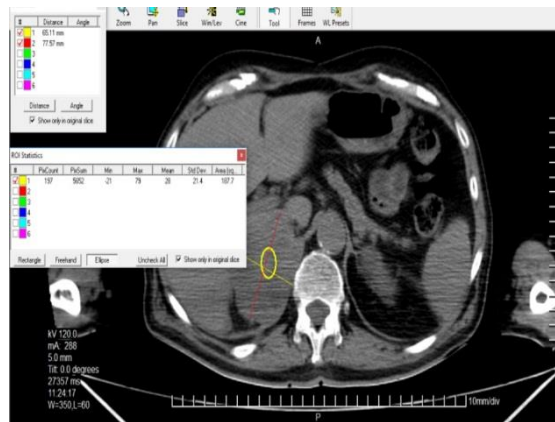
TC tóraco-abdominal a cortes de 5 mm.
